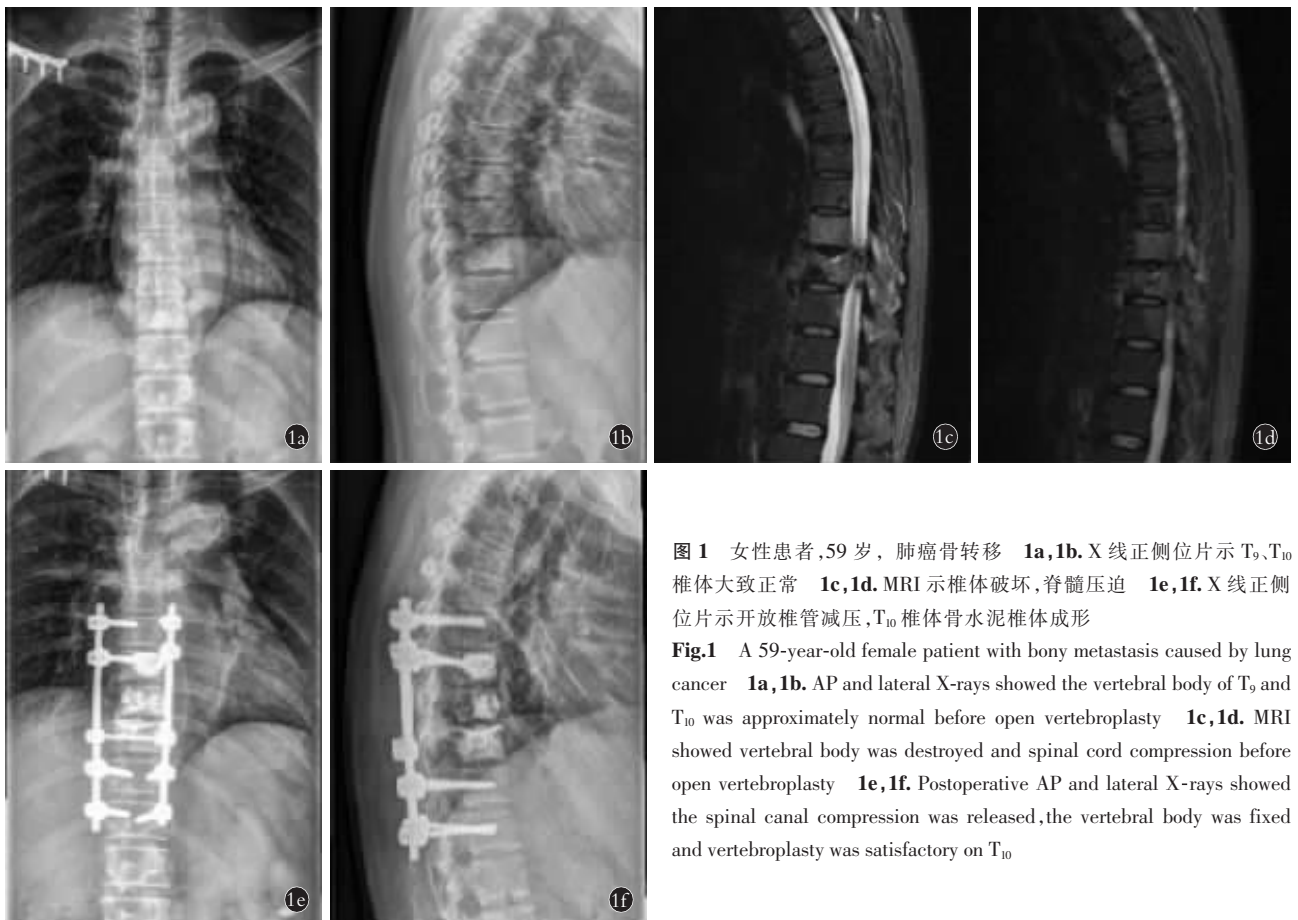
女性患者, 59 岁, 肺癌骨转移 1a, 1b. X 线正侧位片示 T₉、T₁₀ 椎体大致正常 1c, 1d. MRI 示椎体破坏, 脊髓压迫 1e, 1f. X 线正侧位片示开放椎管减压, T₁₀ 椎体骨水泥椎体成形
